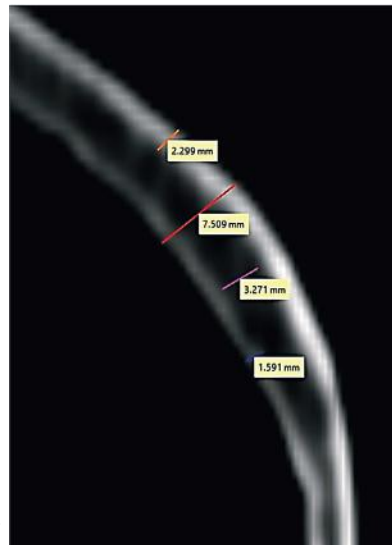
Встановлення товщини тім'яної кістки на тривимірній комп'ютерній томограмі.
